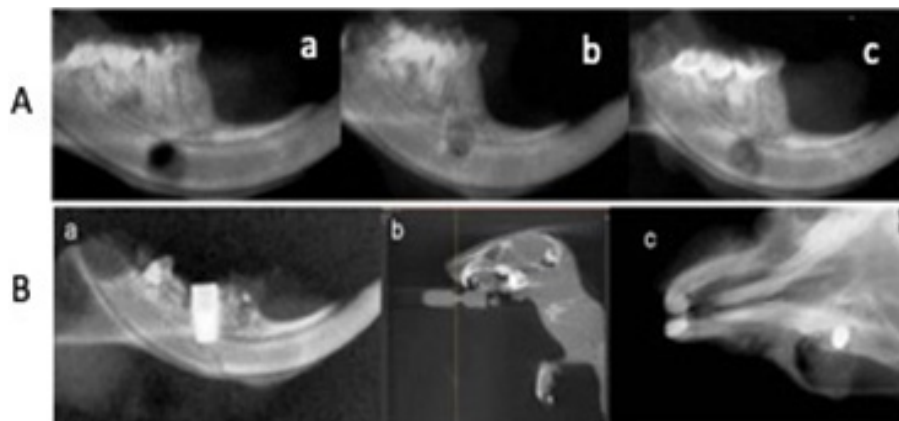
Radiographic examination of bone defects after 1 month (a), 3 month (b) and 6month (c) in control (panel A) and experimental (panel B) groups
